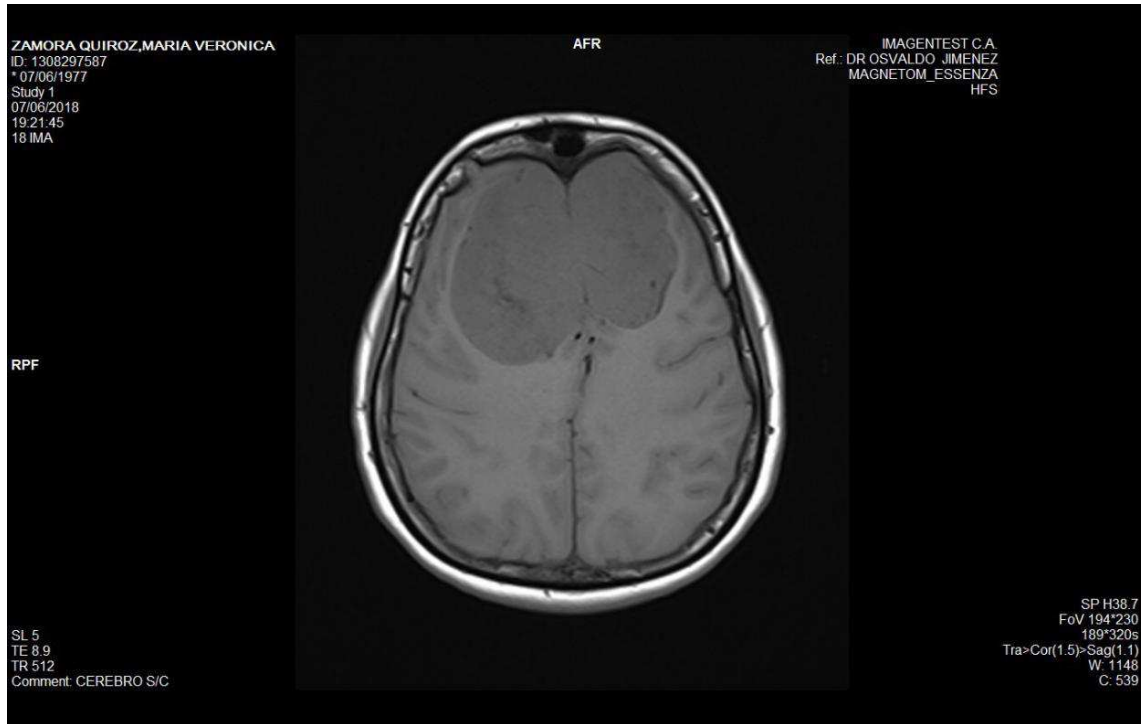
Imagen de Resonancia Magnética corte axial, tiempo de relajación t1, se visualiza imagen nivel de los lóbulos frontal, temporal y parietal. Se evidencia claramente gran lesión ocupativa de los dos hemisferios. En comparación a la sustancia blanca se la visualiza isointensa.
